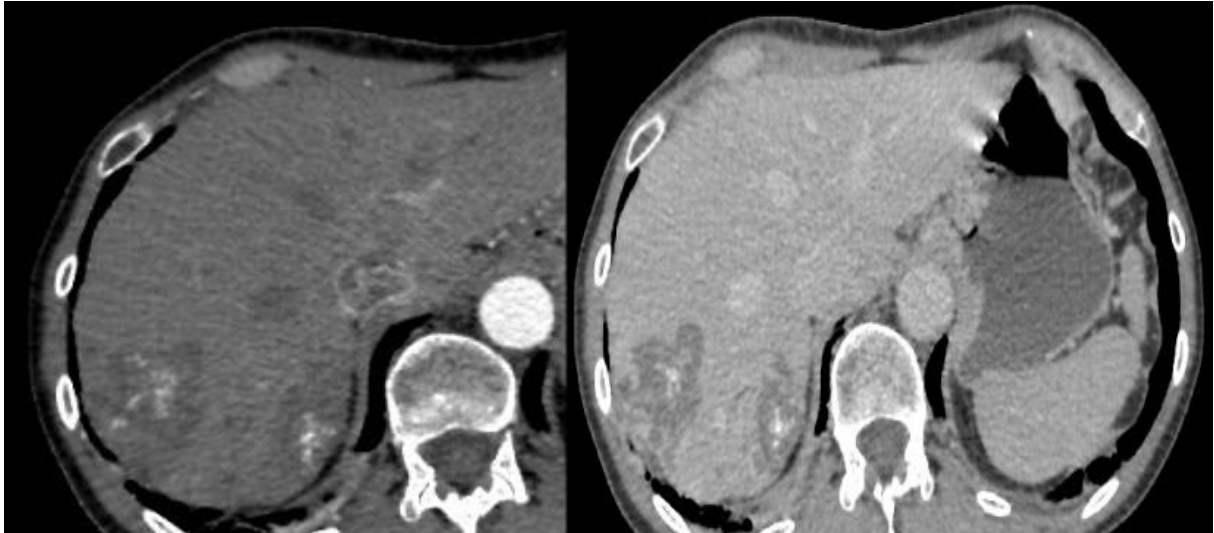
Images de TDM abdominale en coupe axiale ; avant et après l'injection du produit de contraste montrant l'aspect en « mie de pain » du kyste échinococcique alvéolaire [51].
